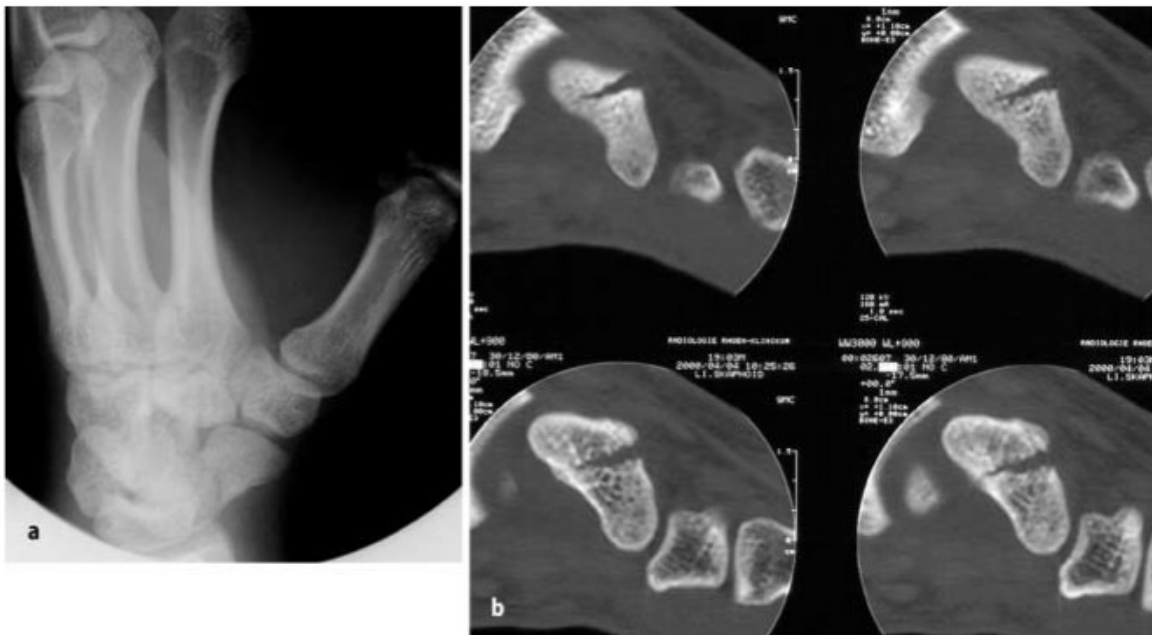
Röntgenbilder in der Kahnbeindiagnostik. a) Darstellung des Bruchspaltes in Hyperpronation, b) Klassifikation mittels CT als instabile B1-Fraktur.
